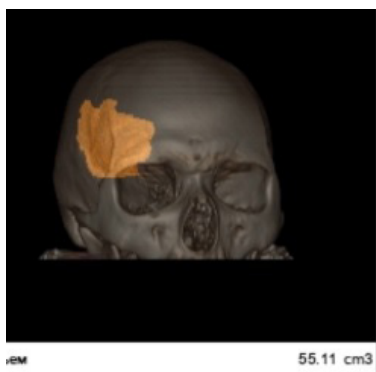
КТ головного мозга. Программа для оценки внутримозговых гематом. Объем гематомы 55,1 см<sup>3</sup>, максимальный размер 69,6 мм, минимальный размер 40,0 мм
